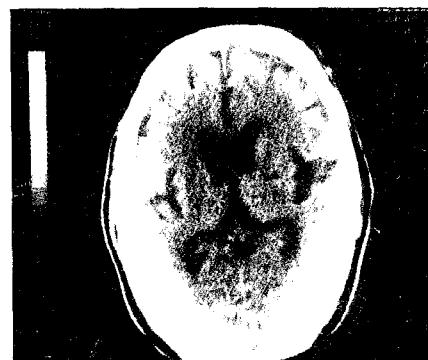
발병 4주 후의 뇌전산화 단층촬영(제3뇌실 부위)
